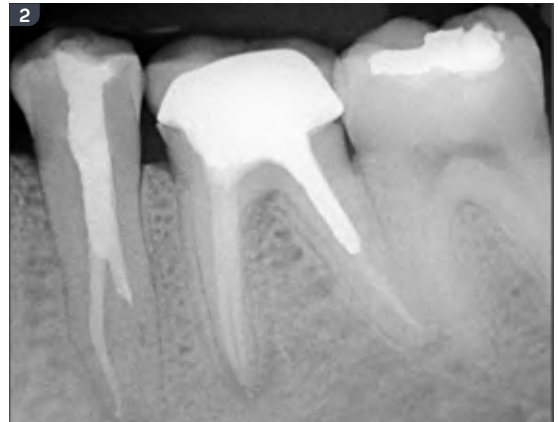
Radiografia periapical inicial e planejamento do retratamento endodôntico. É possível observar o canal lingual com tratamento endodôntico muito aquém do ápice.
